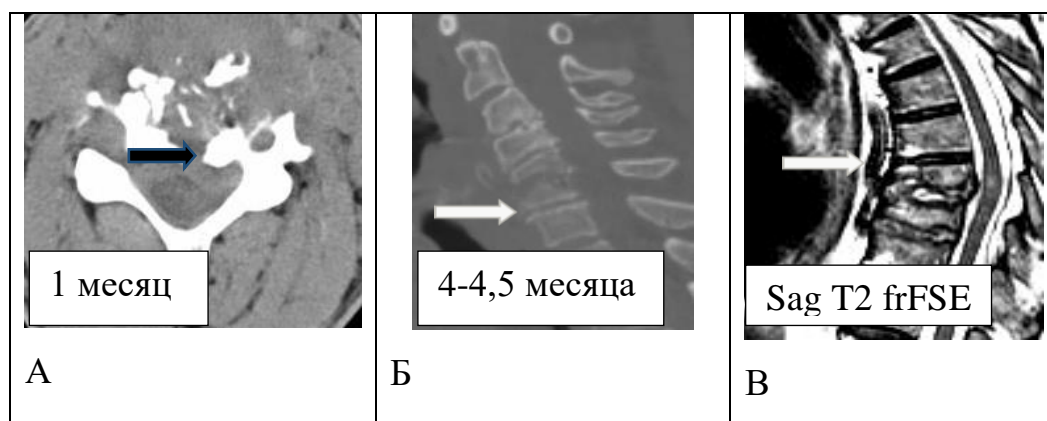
Примеры выявленных при проведении МСКТ и МРТ секвестров
